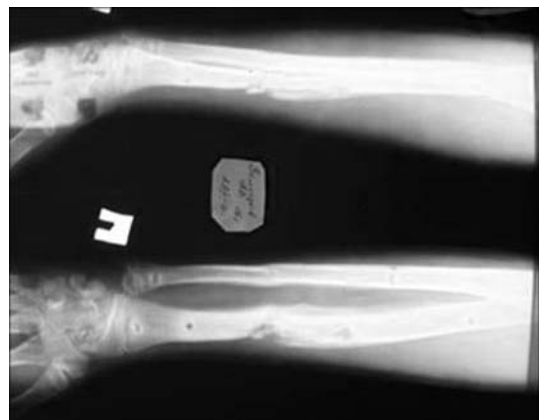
Больной З., 16 лет, рентгенограммы правого предплечья после лечения
